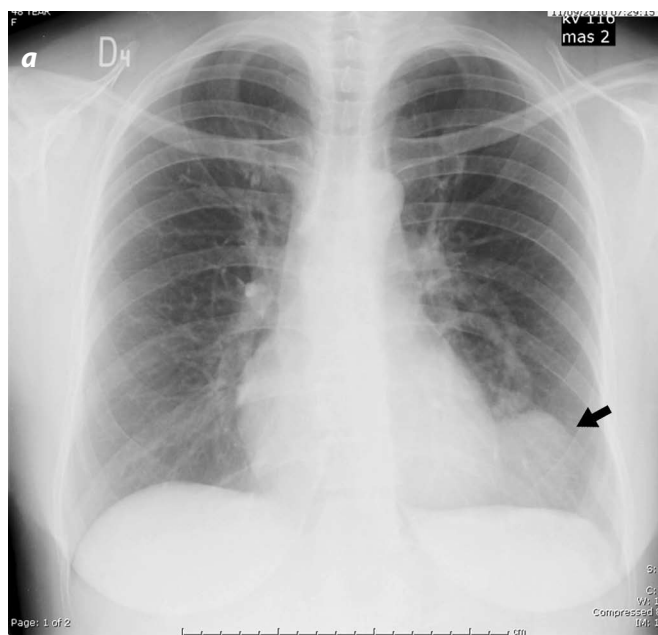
Radiografía de tórax. (a) PA. (b) Lateral: opacidad paracardiaca izquierda que hace signo de silueta con el corazón.
